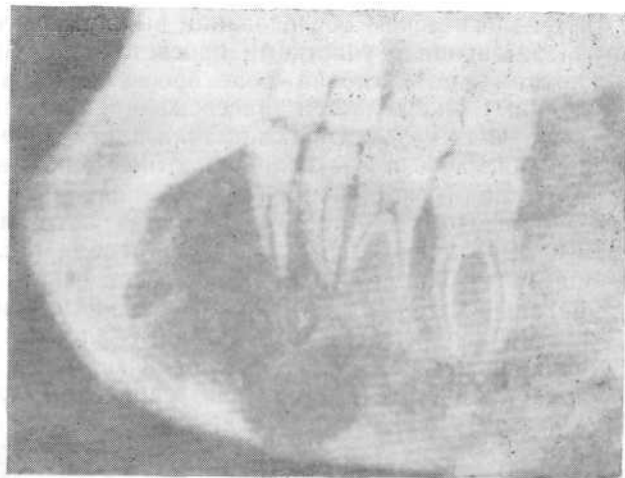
Рентгенологическая картина ячеистой формы остеобластокластомы нижней челюсти.
